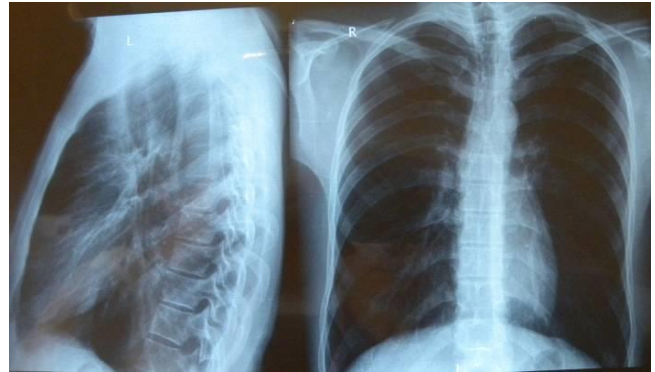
PAAkciğer grafisi: mediastinal genişleme.
